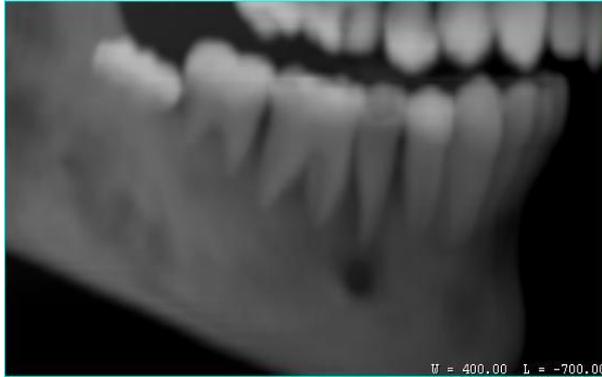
Radiografía de segundo premolar inferior derecho con absceso periodontal y con una leve lingualización, brindada por familiares
